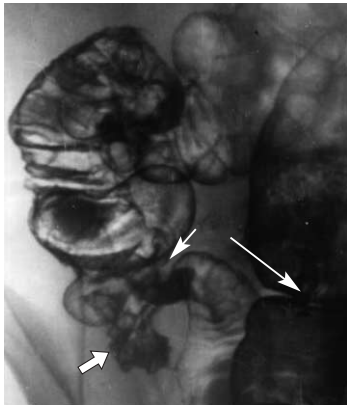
а – рентгенограмма нисходящей кишки. Распространенный дивертикулез. Полные дивертикулы в виде заполненных контрастной массой выпячиваний на медиальном контуре кишки, округлых дополнительных и кольцевидной тени (дивертикул, расправленный воздухом). б – рентгенограмма селезеночного изгиба толстой кишки. Небольшой интрамуральный дивертикул (тонкая стрелка), полный дивертикул в виде дополнительной тени на рельефе (толстая стрелка), расправленный воздухом полный дивертикул в виде кольцевидной тени на рельефе (длинная стрелка).
